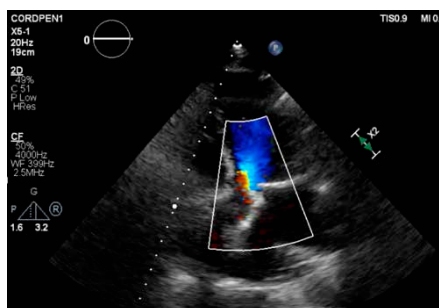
Ecografie transtoracică, secțiune apical 5 camere, Doppler color – regurgitare paraprotetică aortică
